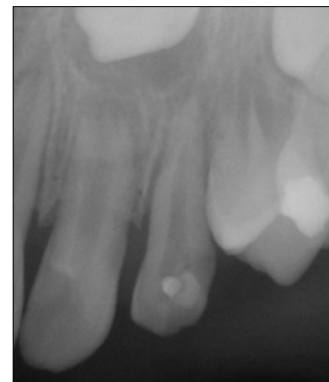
Initial panoramic and periapical radiographs showing widening of periodontal ligament space of the maxillary left primary canine and the ectopic eruption of the maxillary left canine.
